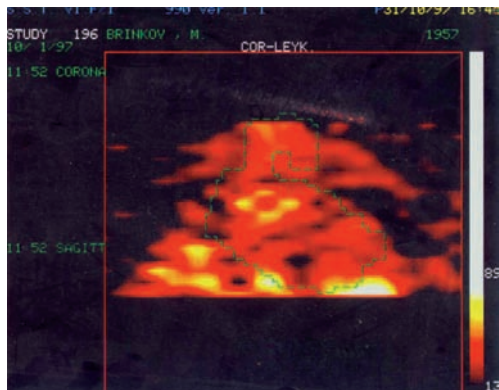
Томосцинтиграмма сердца с ^{99m}Tc -аутолейкоцитами б-ного П., 39 лет. Очаги гиперфиксации РФП в проекции протеза АК.
